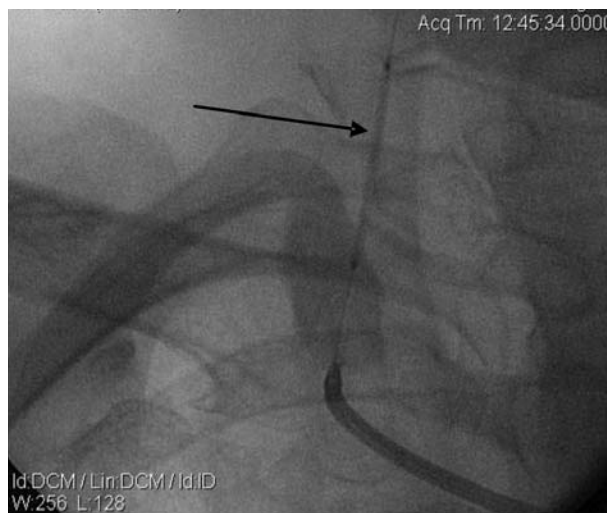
Рентгенконтрастна артеріографія хворої Д. Встановлено балон в провіт правої ХА.
